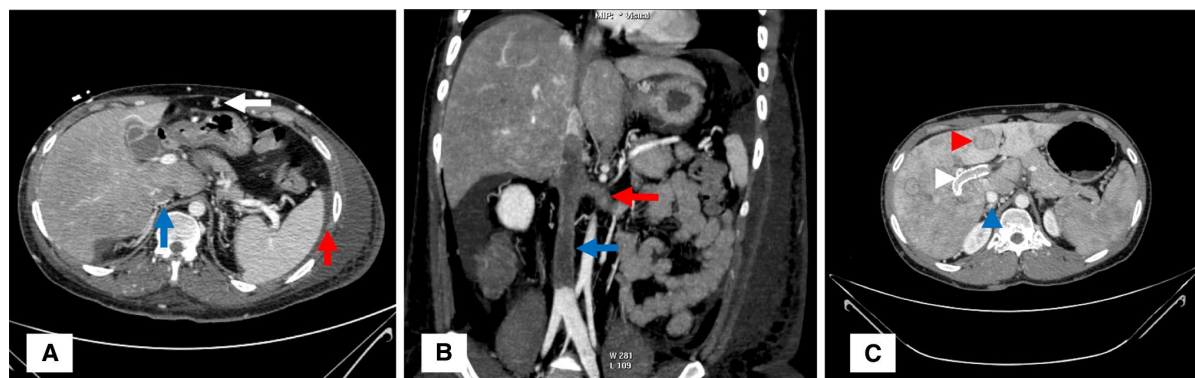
a Abdominal CT performed in late July 2015 showed right atrium and suprahepatic veins thrombosis (blue arrow) and mild ascites (red arrow). In addition, abundant venous collateral circulation had developed (white arrow). b Abdominal CT performed in late July 2015 showed progression of thrombosis involving both femoral veins, inferior vena cava (blue arrow), and renal veins (red arrow).
